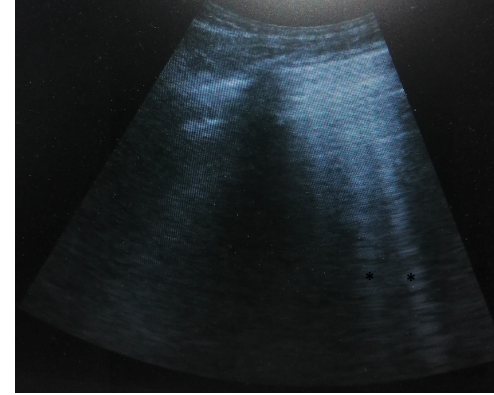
Akciğer ultrasonografisinde A çizgileri
